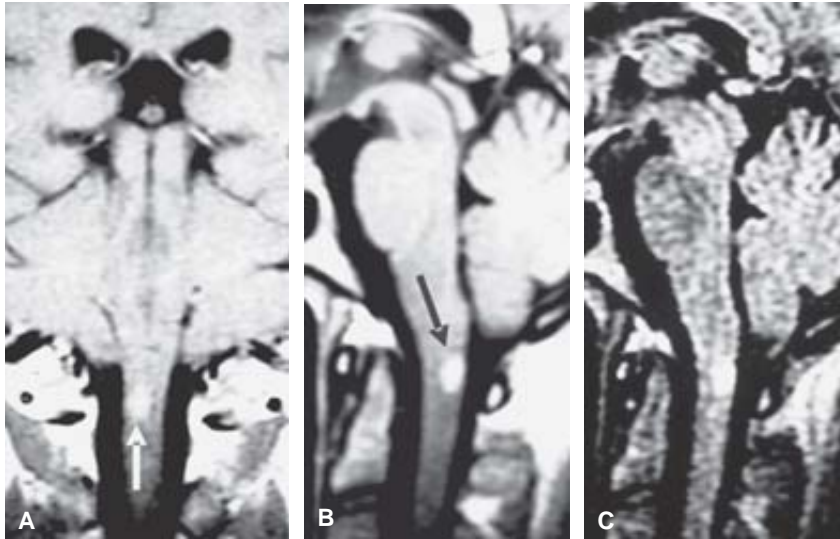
Neuromielitis óptica (enfermedad de Devic). A y B) T1 con Gadolinio, coronal y sagital. C) FLAIR sagital. Reforzamiento en médula espinal por lesión desmielinizante en mujer con neuritis óptica (flechas).
